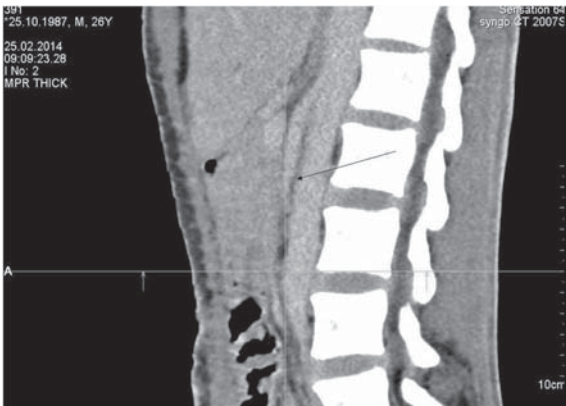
МСКТ органов брюшной полости больного в послеоперационном периоде. Пассаж по ЖКТ сохранен.
